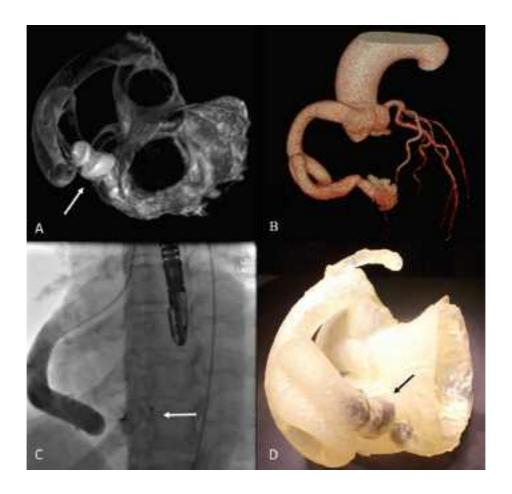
Planificación del cateterismo en el paciente 1. A) Angiografía rotacional del modelo con el dispositivo colocado en el punto de drenaje de la fístula en el VI, cerca de la válvula mitral. B) Reconstrucción en 3D de las imágenes de TAC del mismo paciente. C) Cierre de la fístula con el dispositivo. D) Modelo 3D con el dispositivo cerca del punto de drenaje, en la misma ubicación en la que se realizó en el paciente durante l cateterismo.
